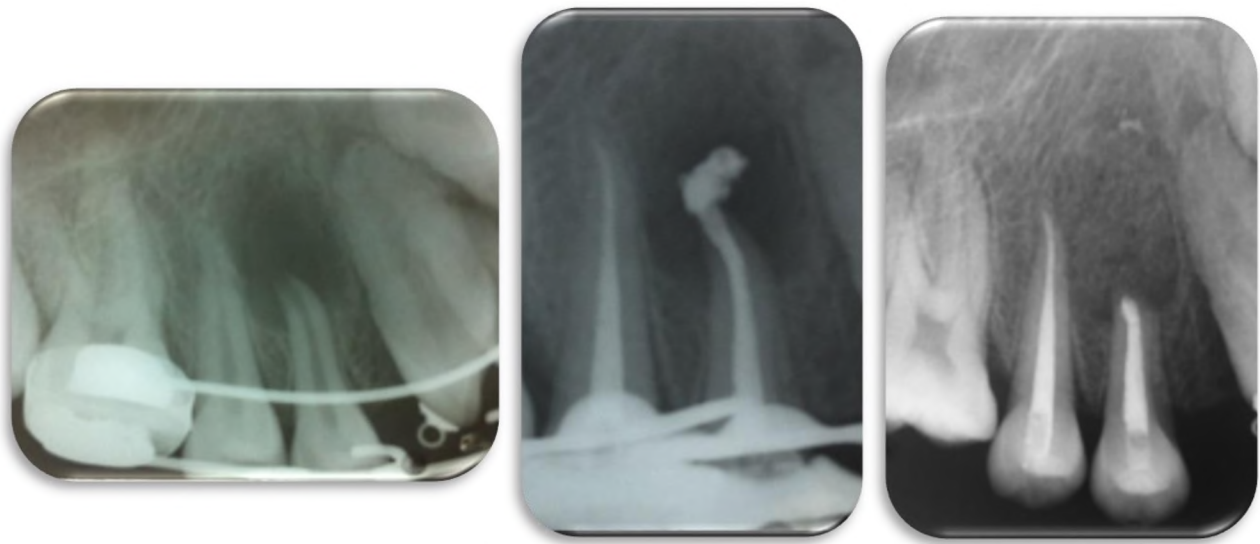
Radiografías: inicial, intermedia después del tratamiento de conductos y Rx postquirúrgica de seguimiento a tres meses de ser tratado.
